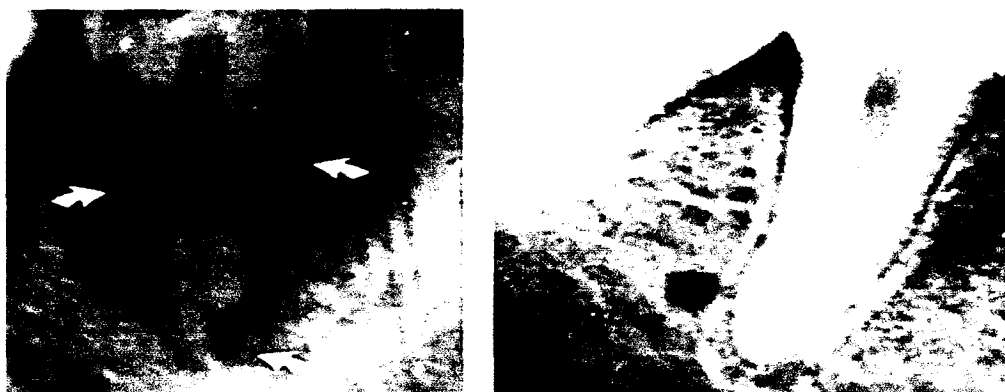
Radiographie d'une dent après 8 semaines notez la résorption sur la face mésiale et distale de la dent ainsi que la résorption apicale et celle de l'os alvéolaire. [7]
